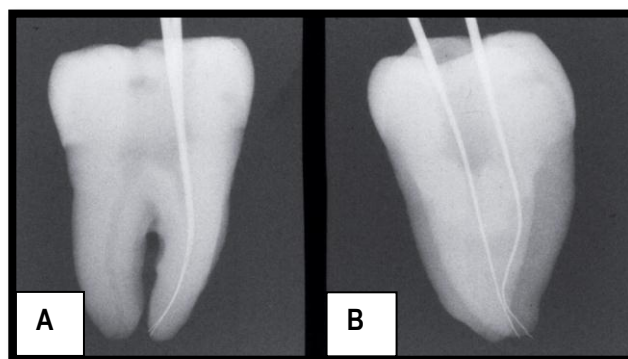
Image radiographique A une vue orthogonale. B la vue de profil montre des limes en dépassement apical [9].
